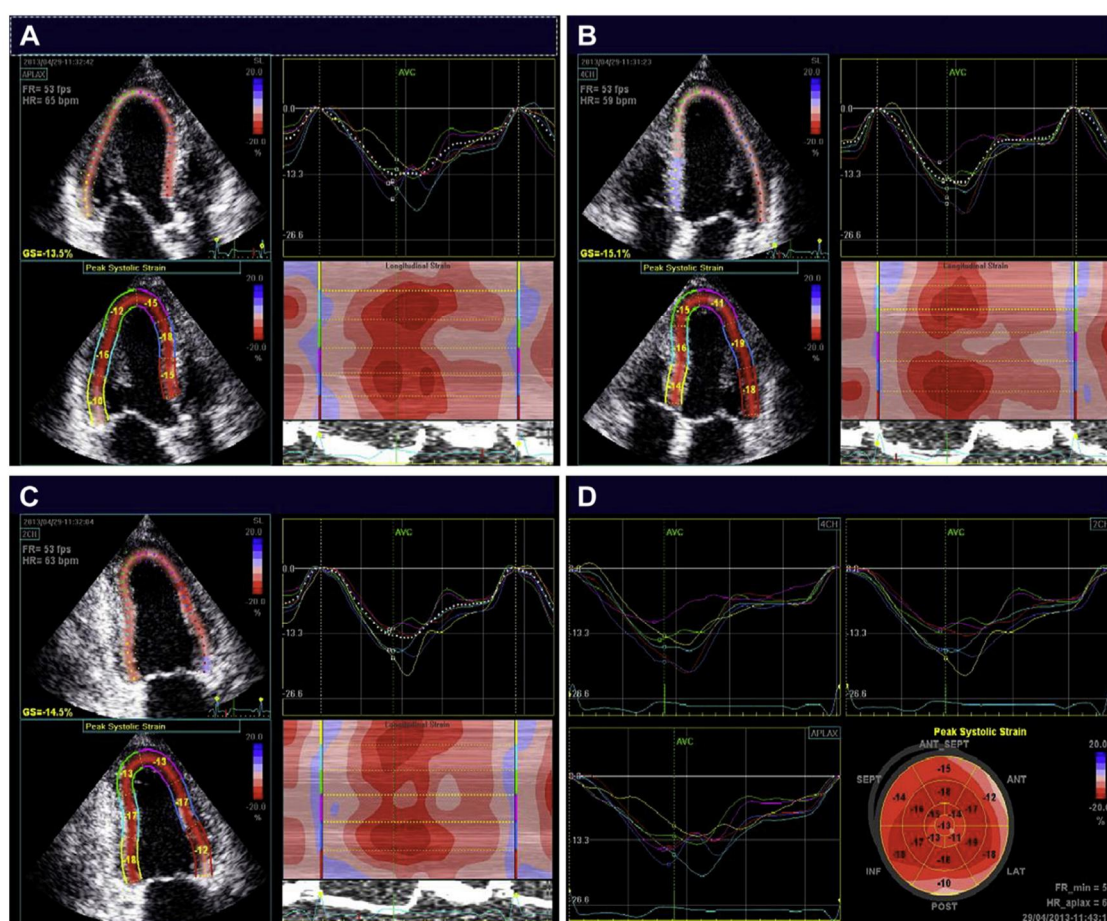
(62). Imágenes ecocardiográficas de Speckle-tracking que ilustran el SLG obtenidas desde la vista apical 3 cámaras (A), vista apical 4 cámaras (B) y apical 2 cámaras (C) y curvas de strain y ojo de buey en una paciente con mama cáncer que desarrolló cardiotoxicidad con DSVI después de recibir doxorubicina seguido de trastuzumab. Cada segmento tiene un valor de strain numérico y codificado por color. La disfunción cardíaca parece ser regional, con algunos segmentos más involucrados que otros.
